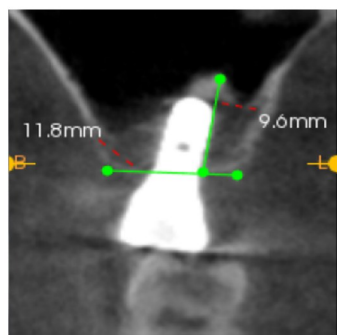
CBCT检测修复完成后手术区域骨高度和骨宽度
